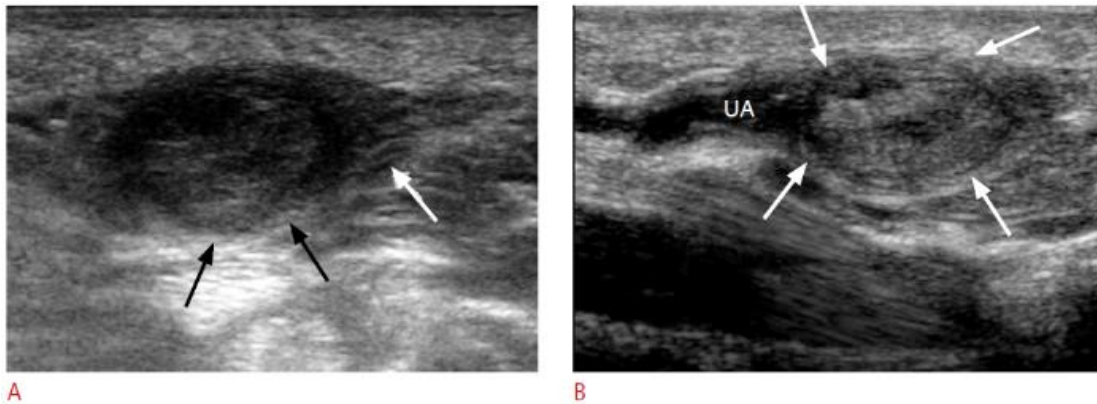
Images échographiques d'un patient qui souffrait d'un engourdissement et douleur sur le côté ulnaire de la main pendant 1 mois suite à une chute directe sur l'éminence hypothénar.
